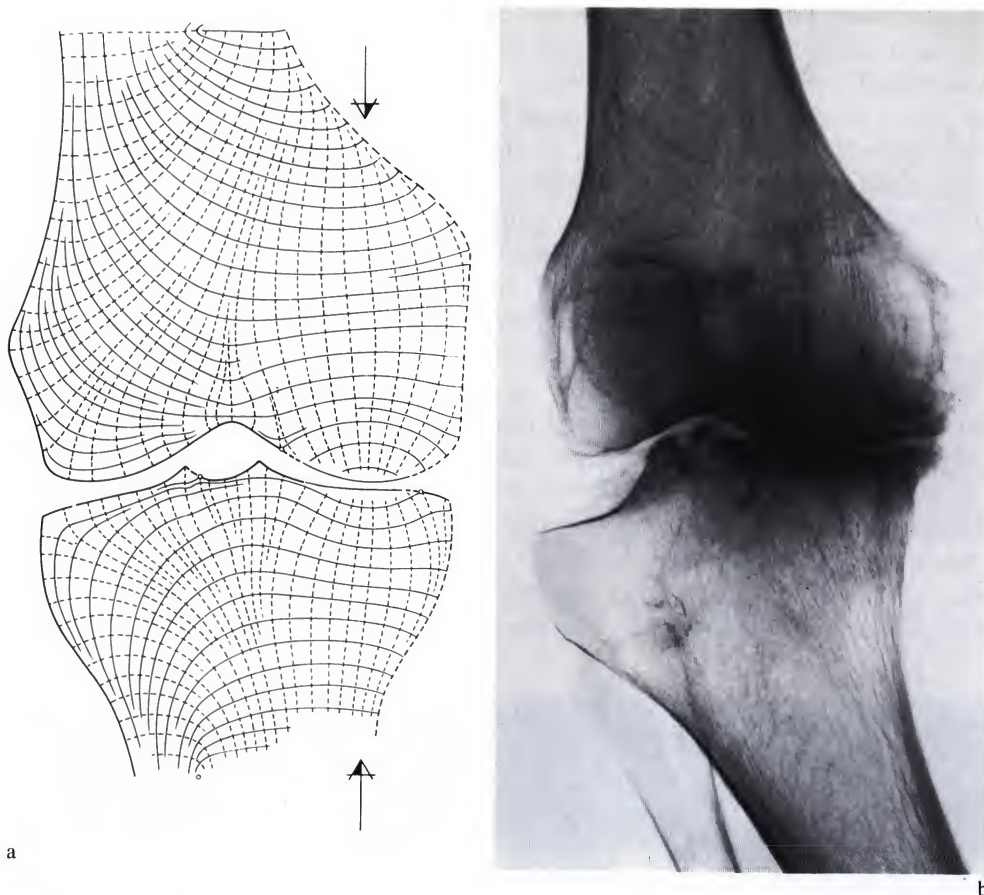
(a) Réseau d'isostatiques dans un modèle du genou supportant une charge excentrique perpendiculaire aux plateaux tibiaux. (b) Radiographie d'un genou chargé excentriquement
